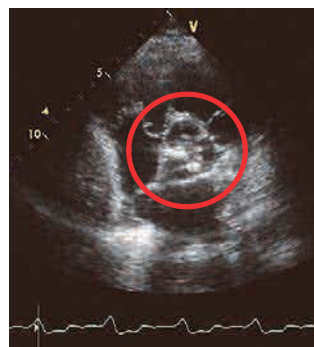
心エコーで描出された大動脈弁 (赤丸内). 高度の石灰化を伴う. 弁口面積 0.85cm^2 (2D).
